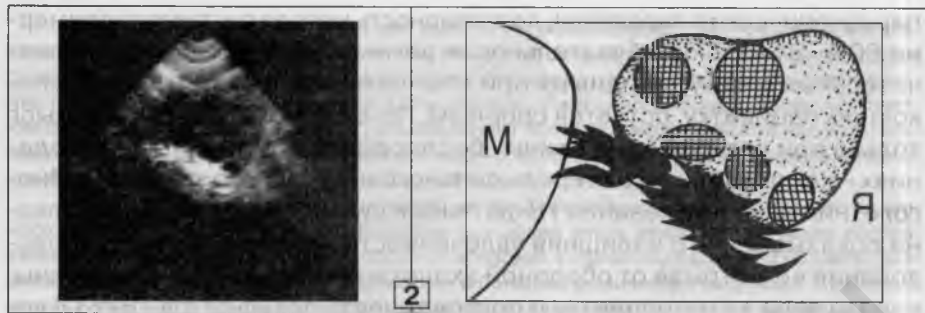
Пример использования ТВ-УЗИ для обнаружения спаек (1, 2).
